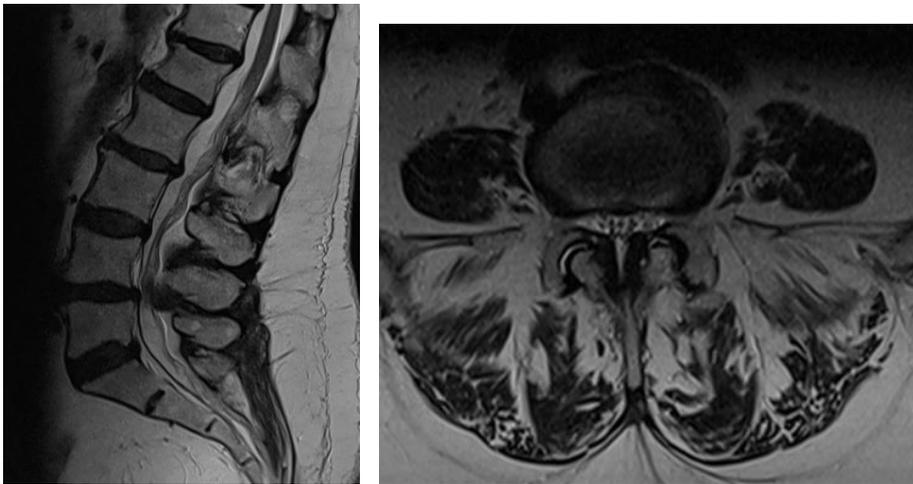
MRT der LWS in T2: links sagittal, rechts axial auf Höhe LW4/5
